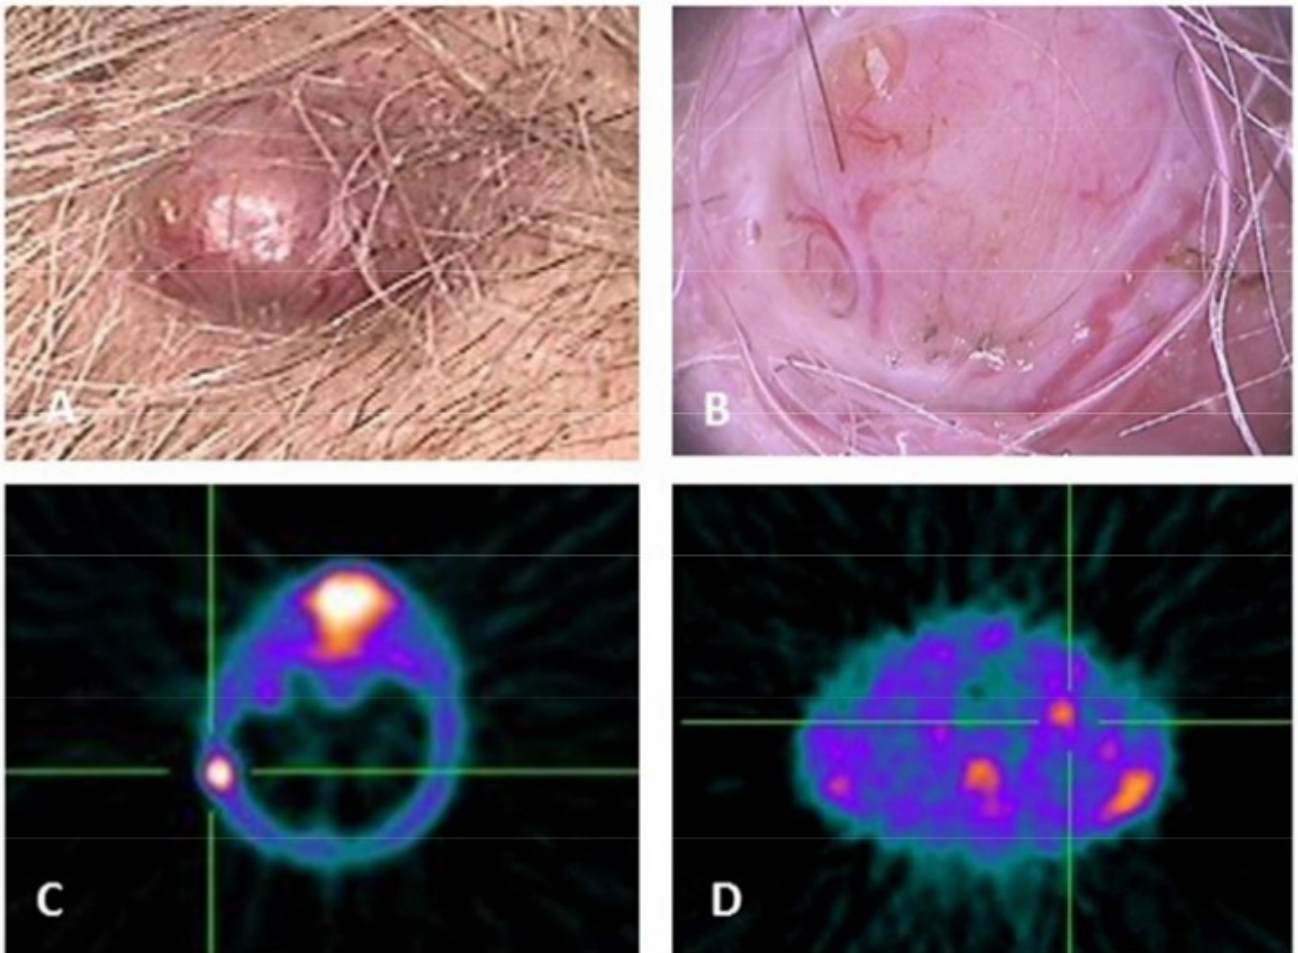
(A) Clinical presentation (B) Dermoscopy (C) SPECT showing MIBI uptake on retroauricular region (D) SPECT showing MIBI uptake on thorax.
